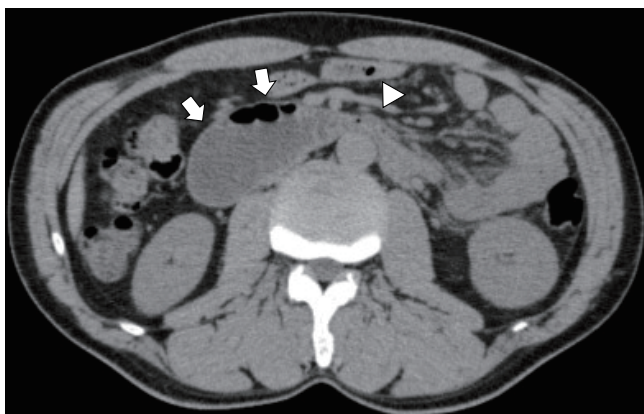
術後腹部 CT 検査にて Treiz 靱帯部での空腸の閉塞 (▽) と十二指腸の拡張 (↓) とを認めた。
